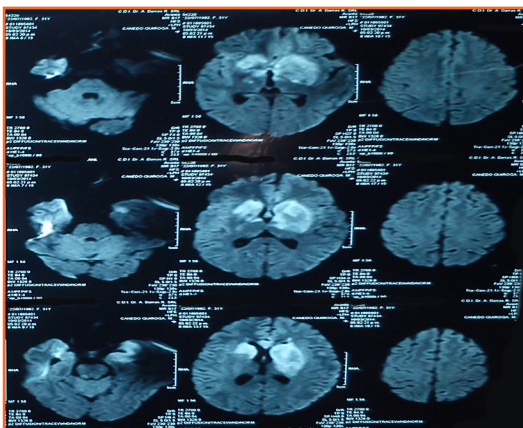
Resonancia magnética evidencia lesión en ganglios basales, cápsula interna, putámen y tálamo.
